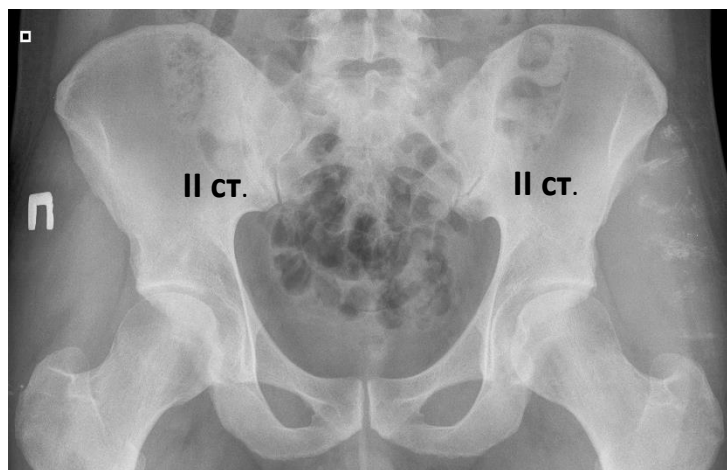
Рентгенография таза у пациента П. на втором году исследования
